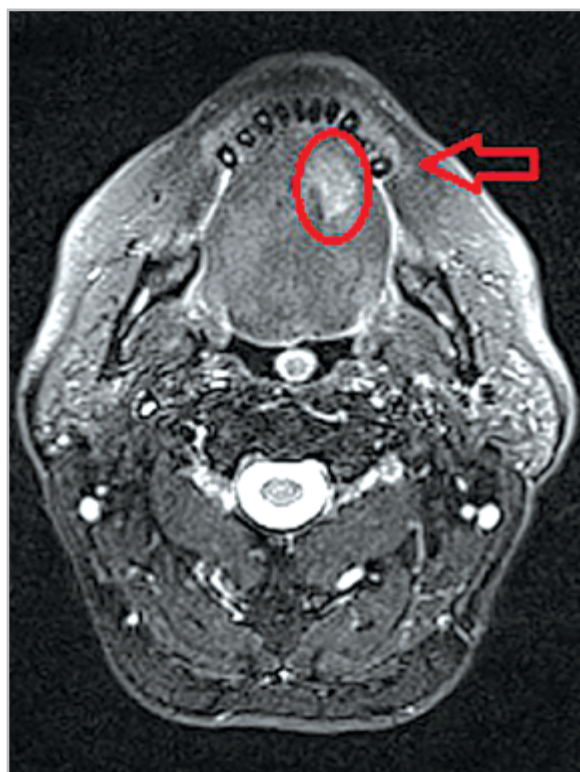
Магнитно-резонансная томограмма в трансверсальной проекции. Рак вентральной поверхности языка III ст. T3N1M0 до начала лечения. В области вентральной поверхности языка слева определяется опухолевый инфильтрат, интенсивно накапливающий контрастное вещество (*курсор*)
